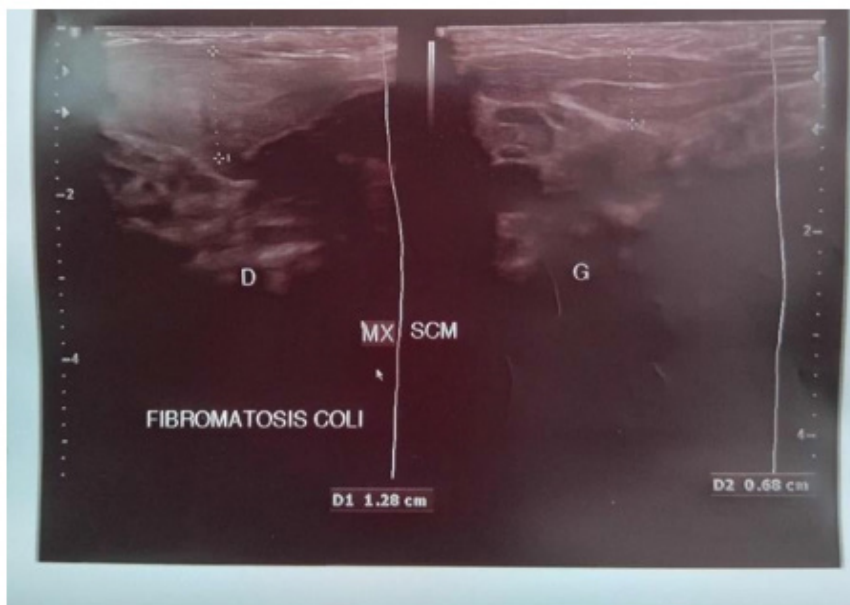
Ultrasound section showing heterogeneous fusiform thickening of the right sternocleidomastoid muscle
